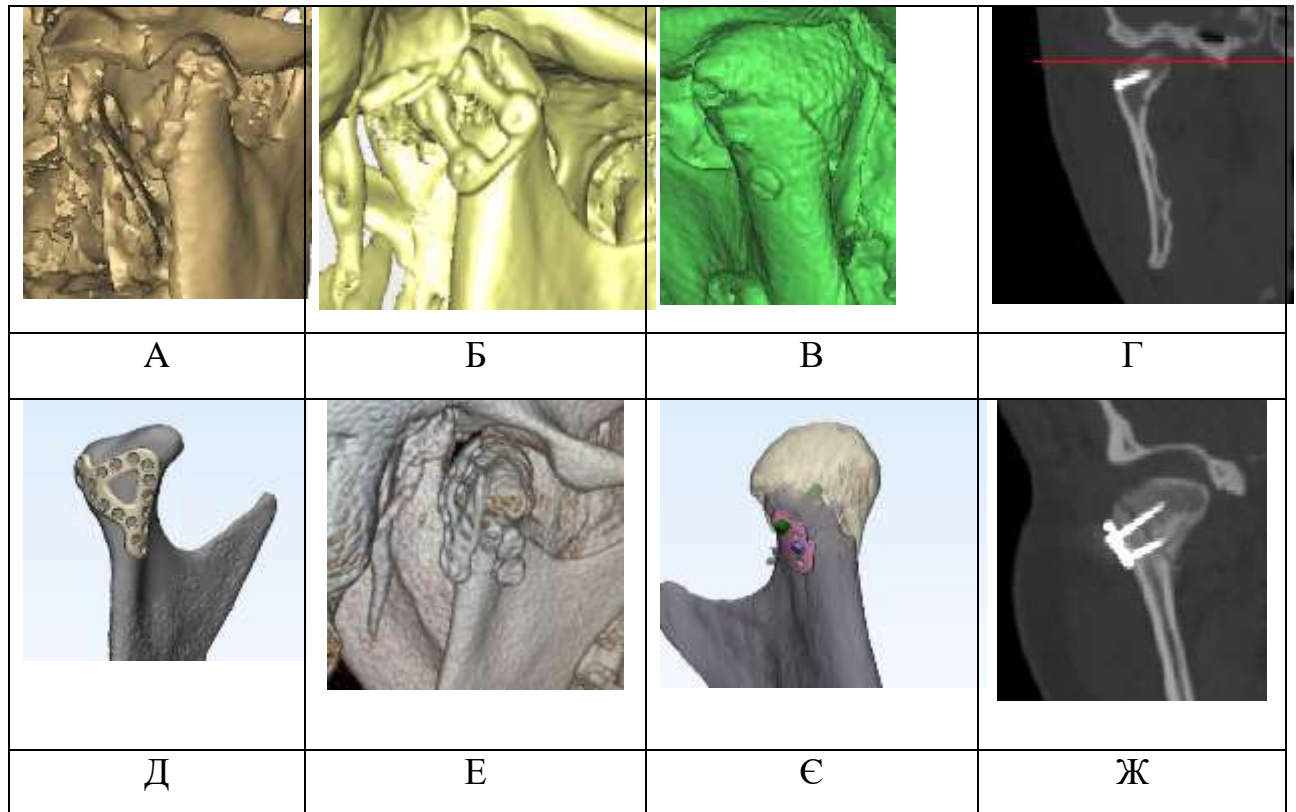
Післяопераційні КТ пацієнтів контрольної (А-Г) та основної (Д-Ж) груп. А, Б – фіксацію уламків проведено за допомогою титанових накістних мініпластин, В, Г – уламки фіксовано двома титановими позиціонуючими гвинтами. Передопераційне планування (Д, Є) та післяопераційний результат пацієнтів з фіксацією уламків пацієнтспецифічним імплантатом (Е) та ІРП у поєднанні з позиціонуючими гвинтами (Ж).
